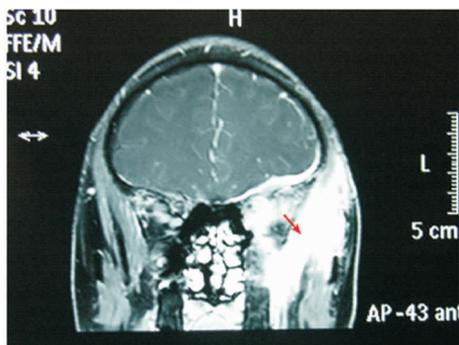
病例 3 术前头颅 MRI 左额颞部硬脑膜及小脑幕明显增厚,左海绵窦、眼球后部软组织信号异常。
